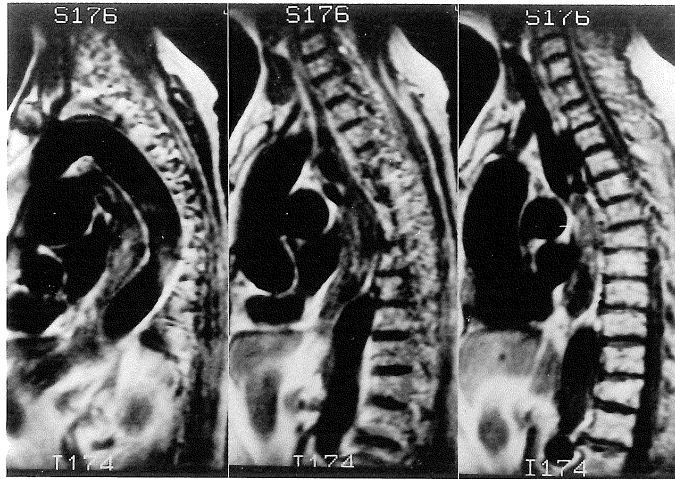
Sagittal MR images without the oral contrast agent of the patient. Esophageal lumen at the level of esophageal cancer is not seen.
